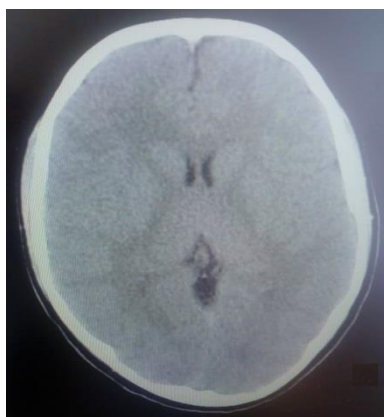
КТ головного мозга пациента К. Патологических макроструктурных изменений головного мозга не выявлено
